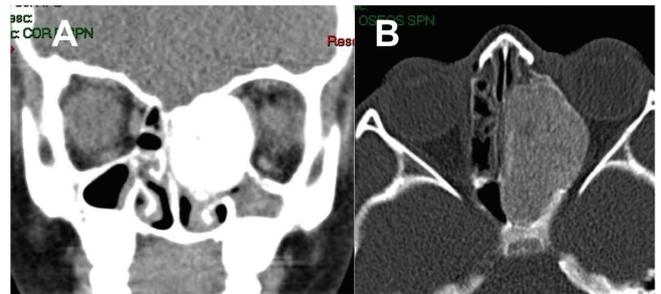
Fibroma Osificante Psamomatoso Juvenil (FOPJ) en paciente de 5 años de edad que compromete base del cráneo anterior, etmoides y esfenoides izquierdos. Tomografía en cortes coronal (A) y axial (B).
